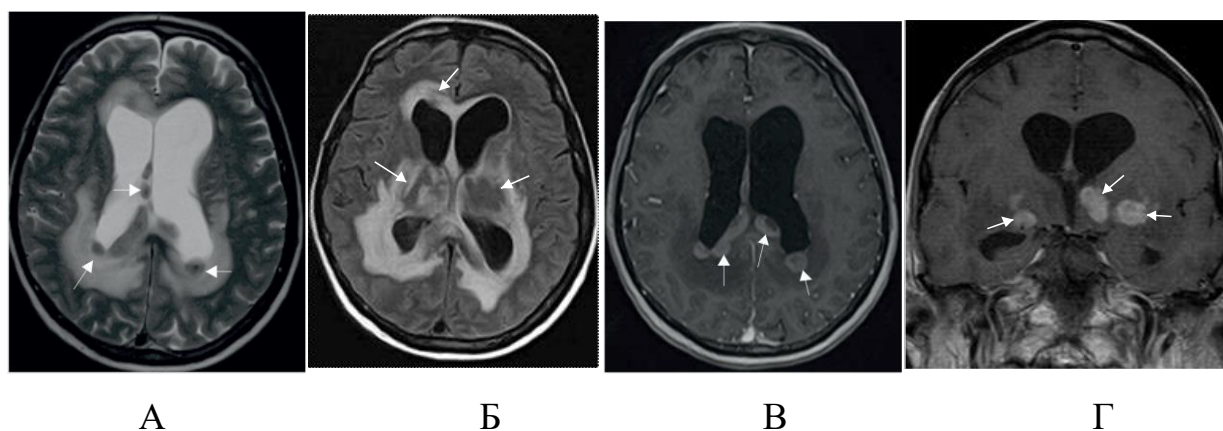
Пациент А., 67 лет, лимфома головного мозга (И/б 24542). А – T2 ВИ, Б – FLAIR, В, Г - T1 ВИ с контрастированием: в веществе большого мозга, а также в проекции базальных ядер и таламусов с обеих сторон определяются множественные образования (белые стрелки), окруженные выраженным перифокальным отеком, интенсивно накапливающие контрастное вещество
